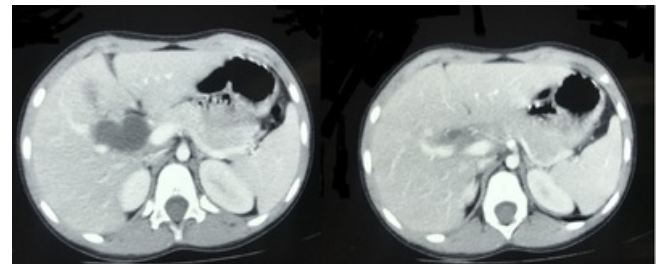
Tomografia computadorizada evidenciando cisto de colédoco.
